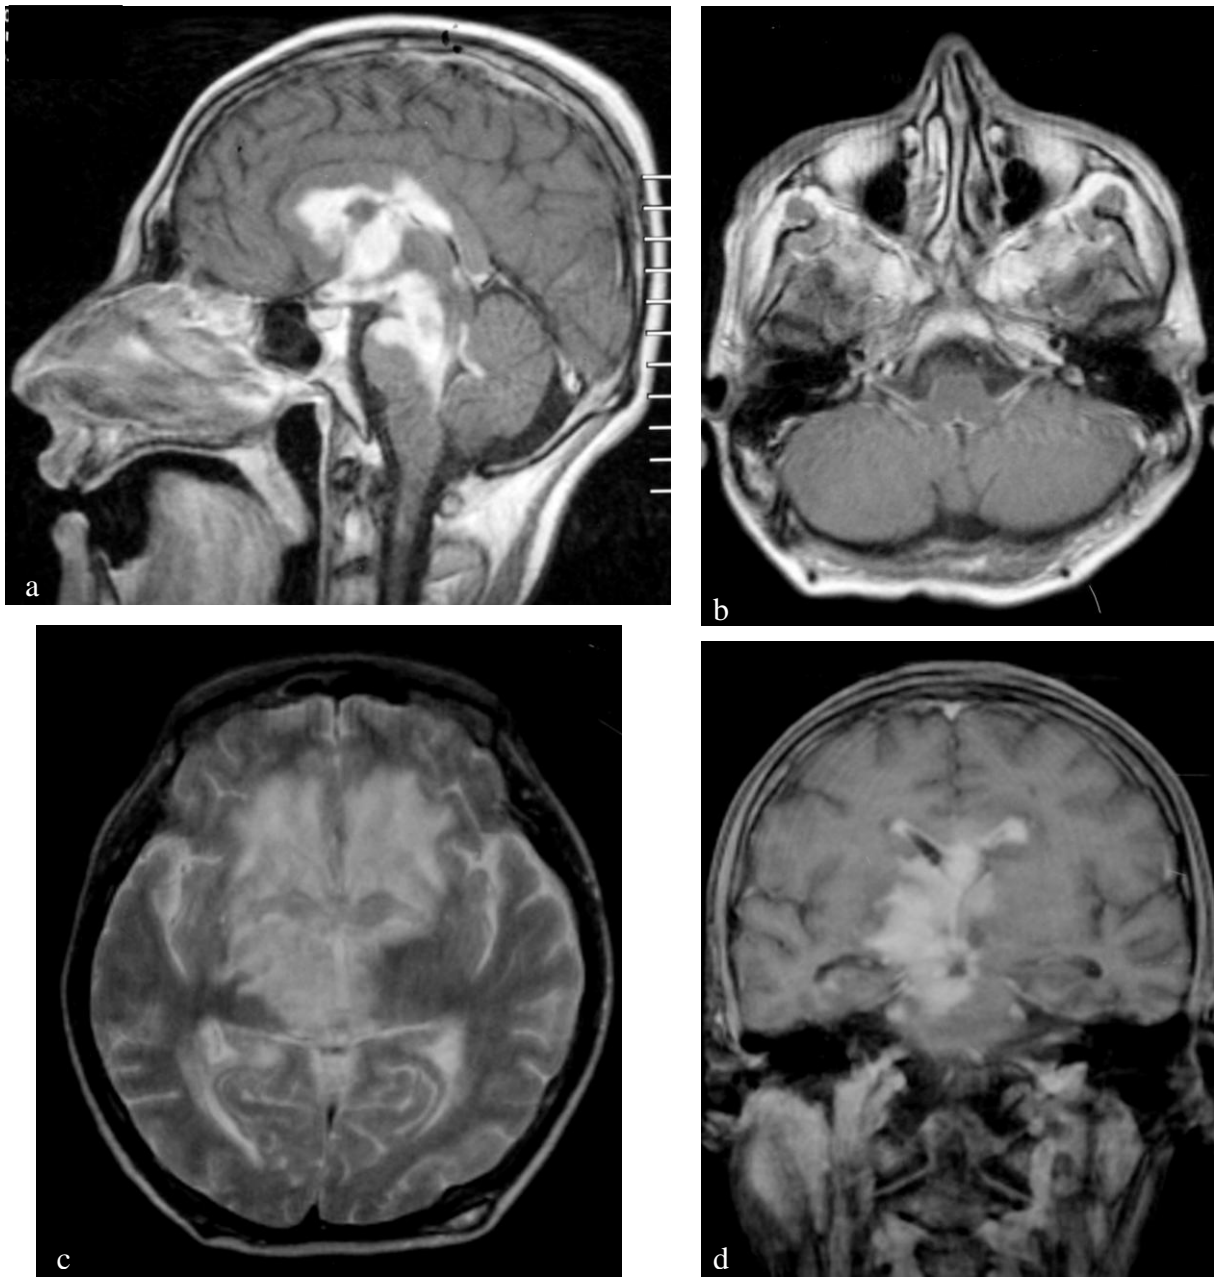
Masculino de 16 años de edad con Leucemia y crisis convulsivas. Imágenes de RM en T1 con gadolinio: a) corte sagital, en donde se observa lesión difusa, que realza de forma importante con afectación de los talamos, mesencéfalo, puente y leptomeninges basales, b) corte axial que muestra realce importante de los nervios craneales IX y XI, d) corte coronal en donde se muestra afectación de los talamos de predominio derecho y c) Imagen de RM en T2 corte axial que muestra además áreas hiperintensas en los lóbulos frontales en relación a desmielinización.
